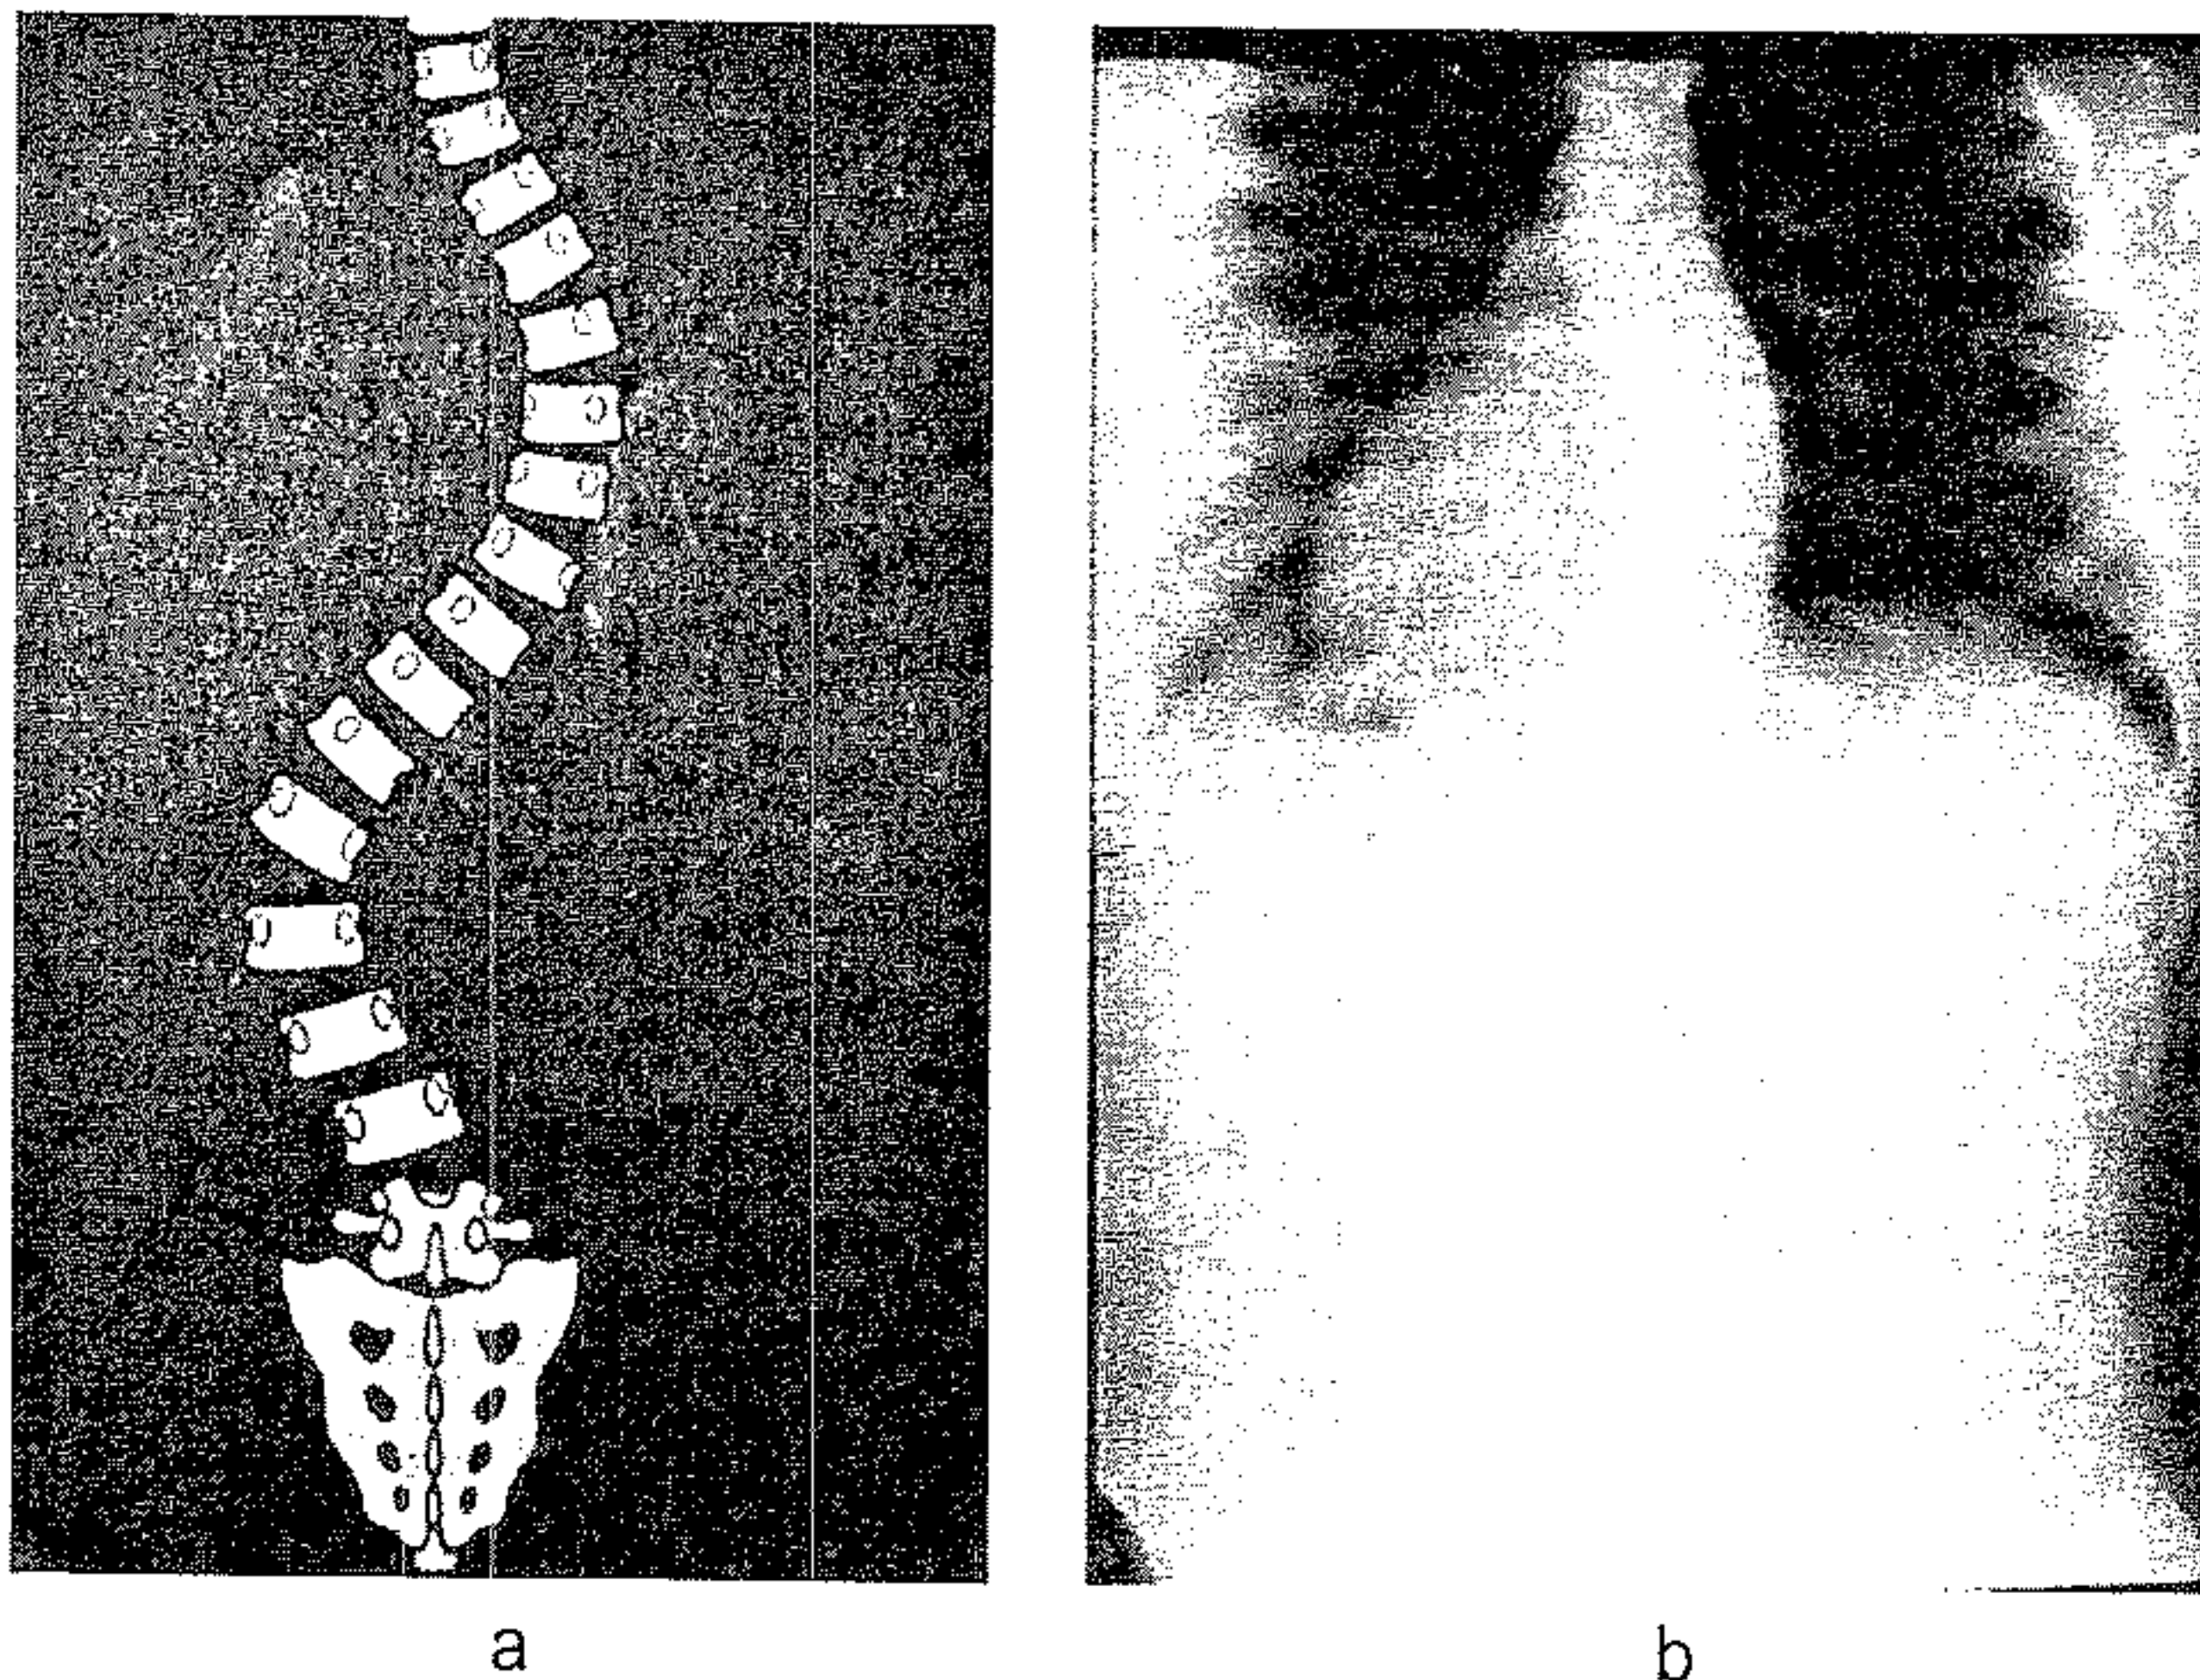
Scolioză tip I King, a – schemă; b – radiografie față.
